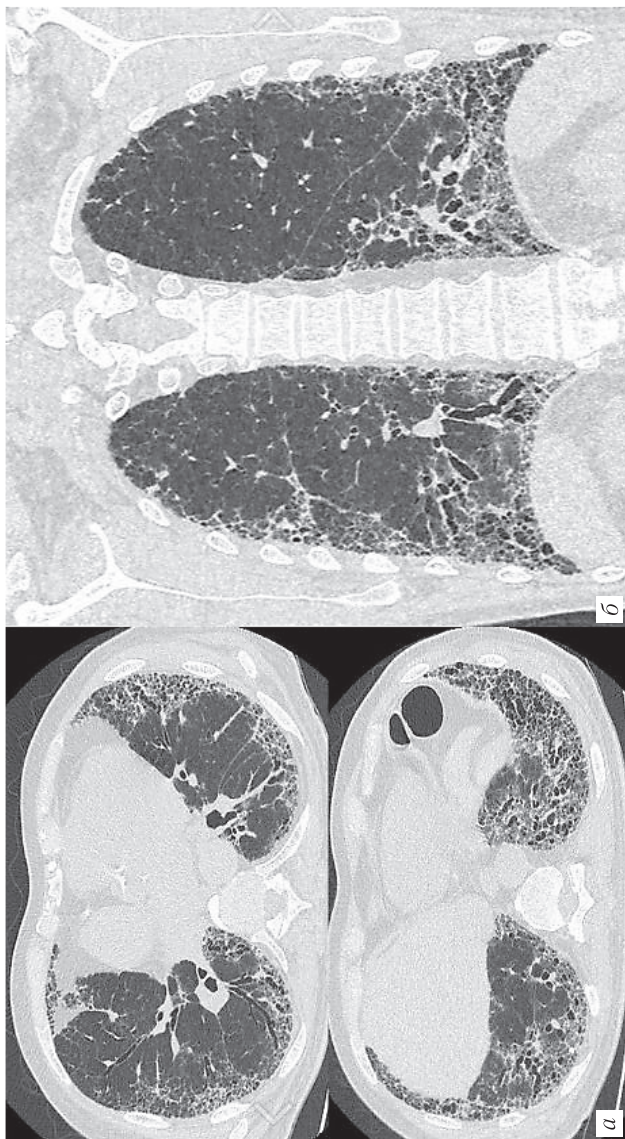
На аксиальных и корональных КТ-изображениях пациента с типичной ОИП определяются преимущественно субплевральные ретикулярные изменения с тракционными бронхоэктазами и «сотовым легким». На корональных реконструкциях отчетливо определяется преобладание изменений в базальных отделах
